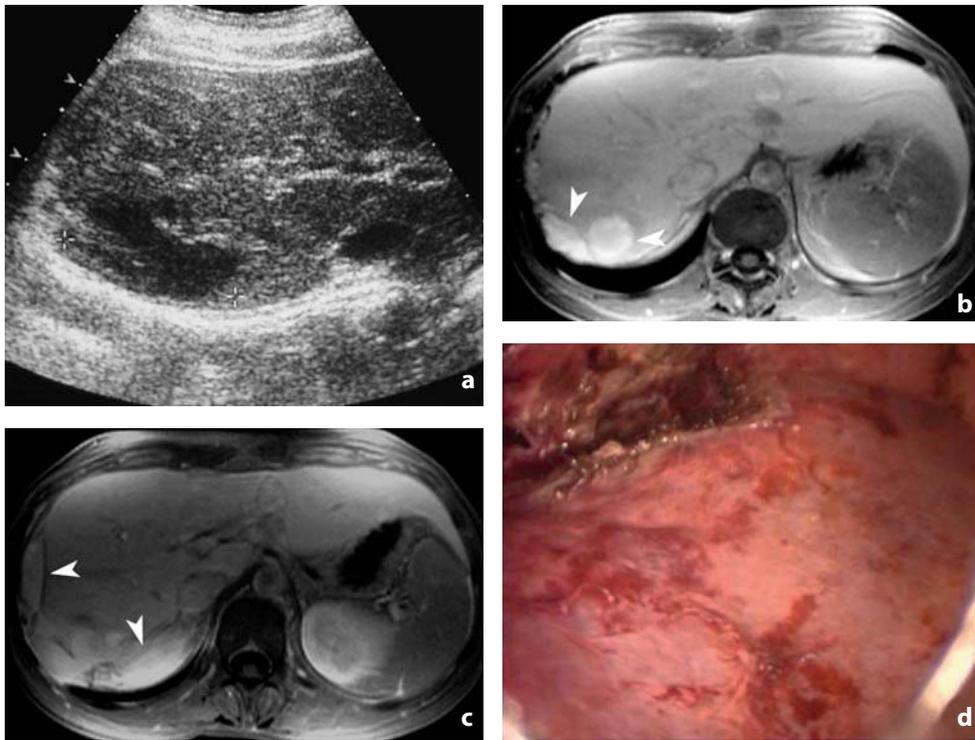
Endometriosi epatica. Ecografia e risonanza magnetica. a L'ecografia dimostra nei settori posteriori del lobo destro area ipoecogena, sottocapsulare (reperi). La RM nelle sequenze T1 pesate con soppressione del grasso (b, c) conferma la presenza di raccolte emorragiche (punte di freccia) iperintense confluenti, localizzate in sede glissoniana e sotto-glissoniana, confermate alla laparoscopia (d) quali localizzazioni di endometriosi
